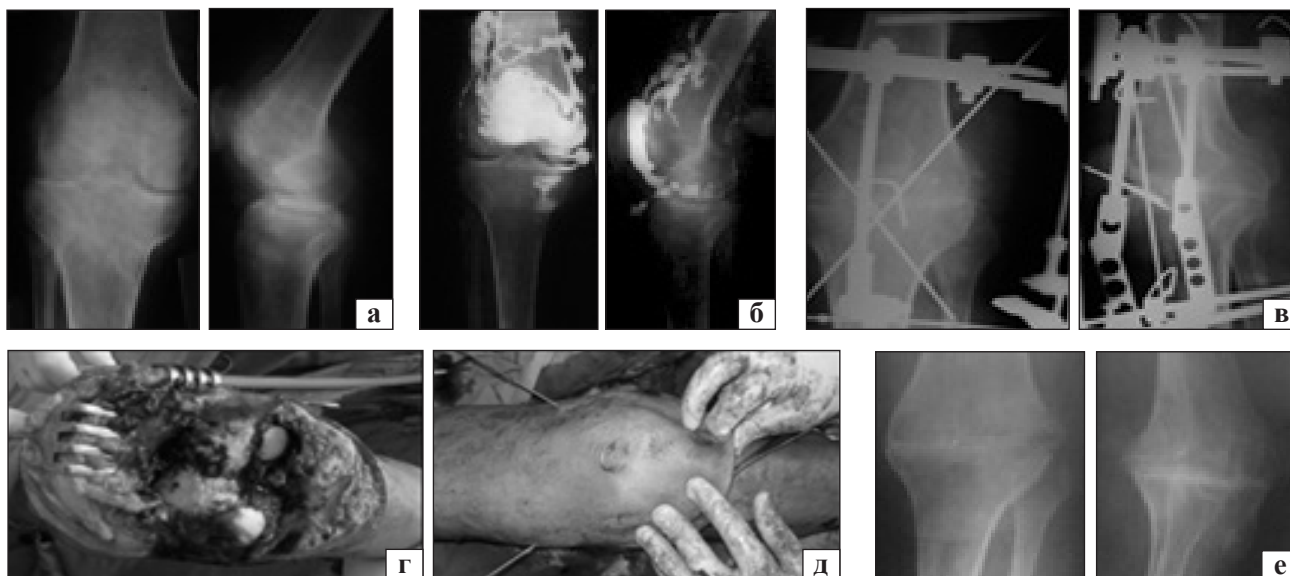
Рентгенограммы и фото больного А.: а) до лечения; б) фистулография; в) вид суставных поверхностей коленного сустава; г) остеосинтез надколенника спицами; д) после операции; е) после снятия АВФ
